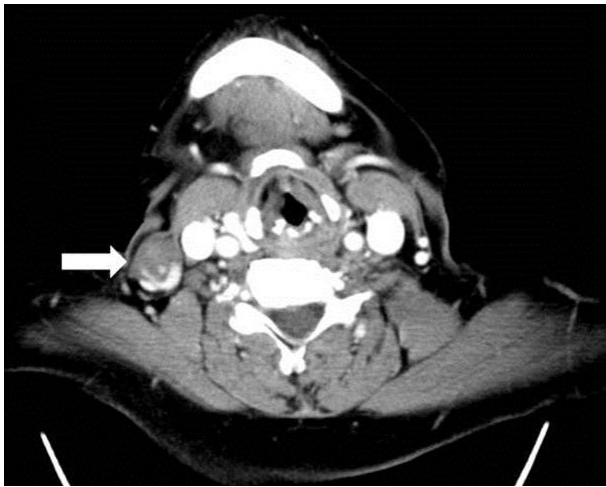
Preoperative axial CT image. Enhanced CT scan revealed a 1.8×1.8 cm sized partially enhanced mass (white arrow).
